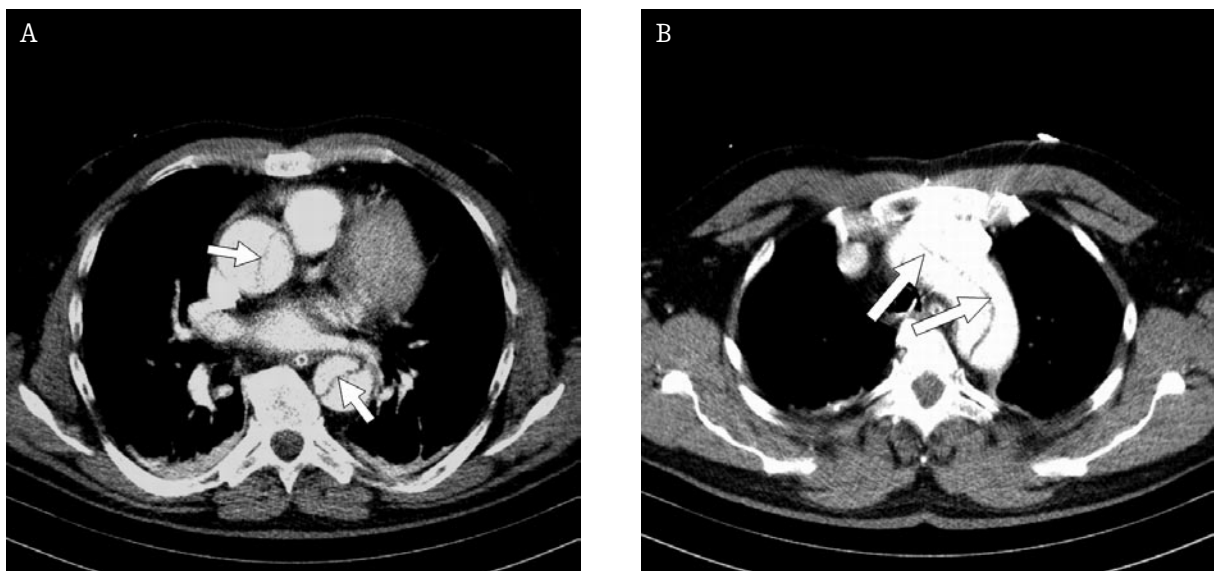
Axial CT section of the thoracic aorta. A: The intimal flap in the ascending and descending aorta (arrows) is visible. B: The intimal flap (arrows) is visible in the aortic arch.
